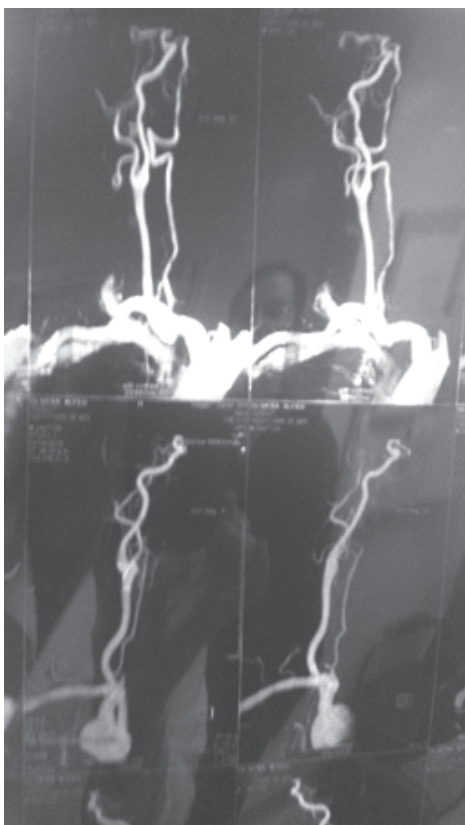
Angioresonancia caso clínico 1.
